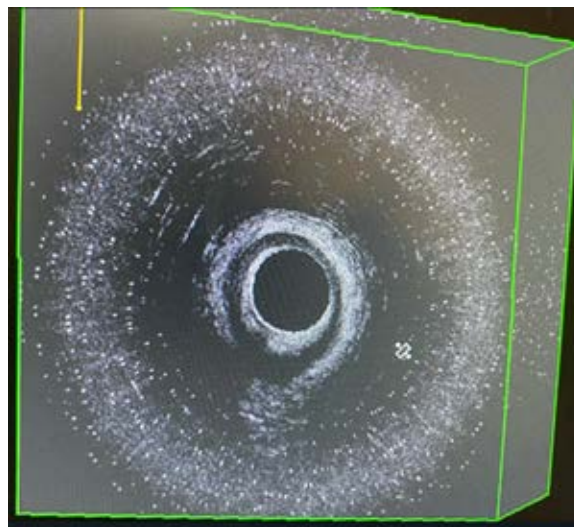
Ecografía endorrectal en la fístula intramural de recto. En corte transversal se puede ver un engrosamiento del espacio interesfintérico con una disrupción del esfínter interno en probable relación al orificio interno que se encuentra a la derecha de la línea media posterior.
